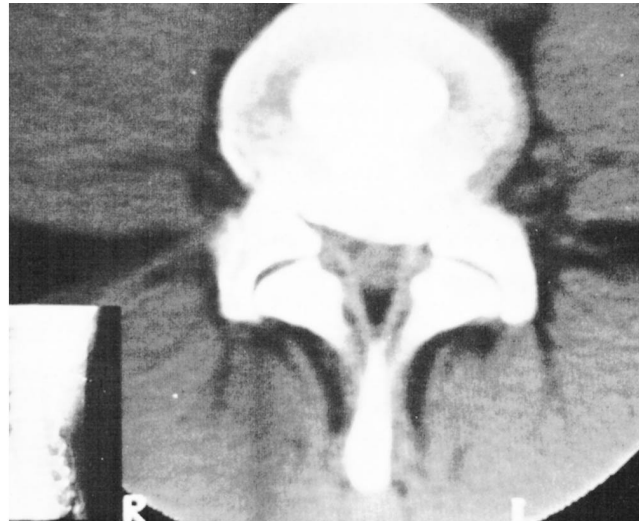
CT-discografia: constata-se hérnia protrusa, centrolateral esquerdo, com ligamento longitudinal posterior íntegro, caracterizando hérnia contida.
